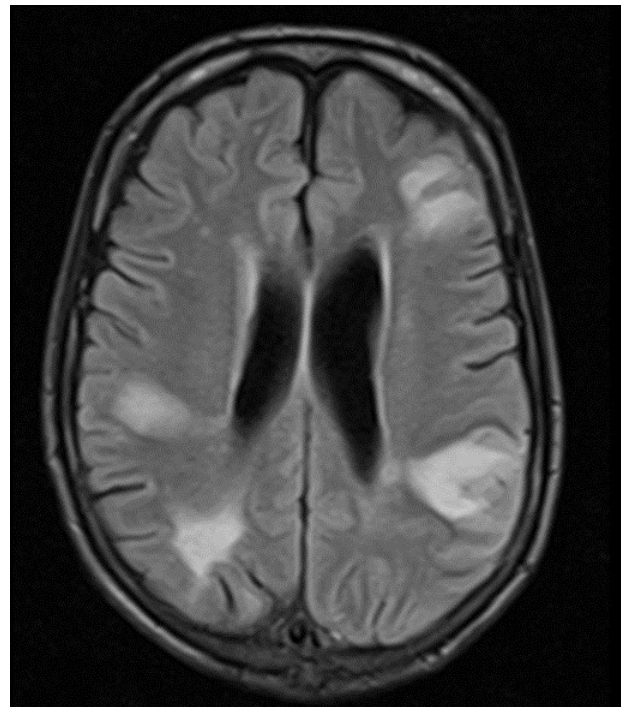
RMN Cerebral: Múltiplas lesões corticossubcorticais em localização frontal à esquerda, temporal e parietal bilateralmente e occipital direita, emitindo hipersinal em T2
